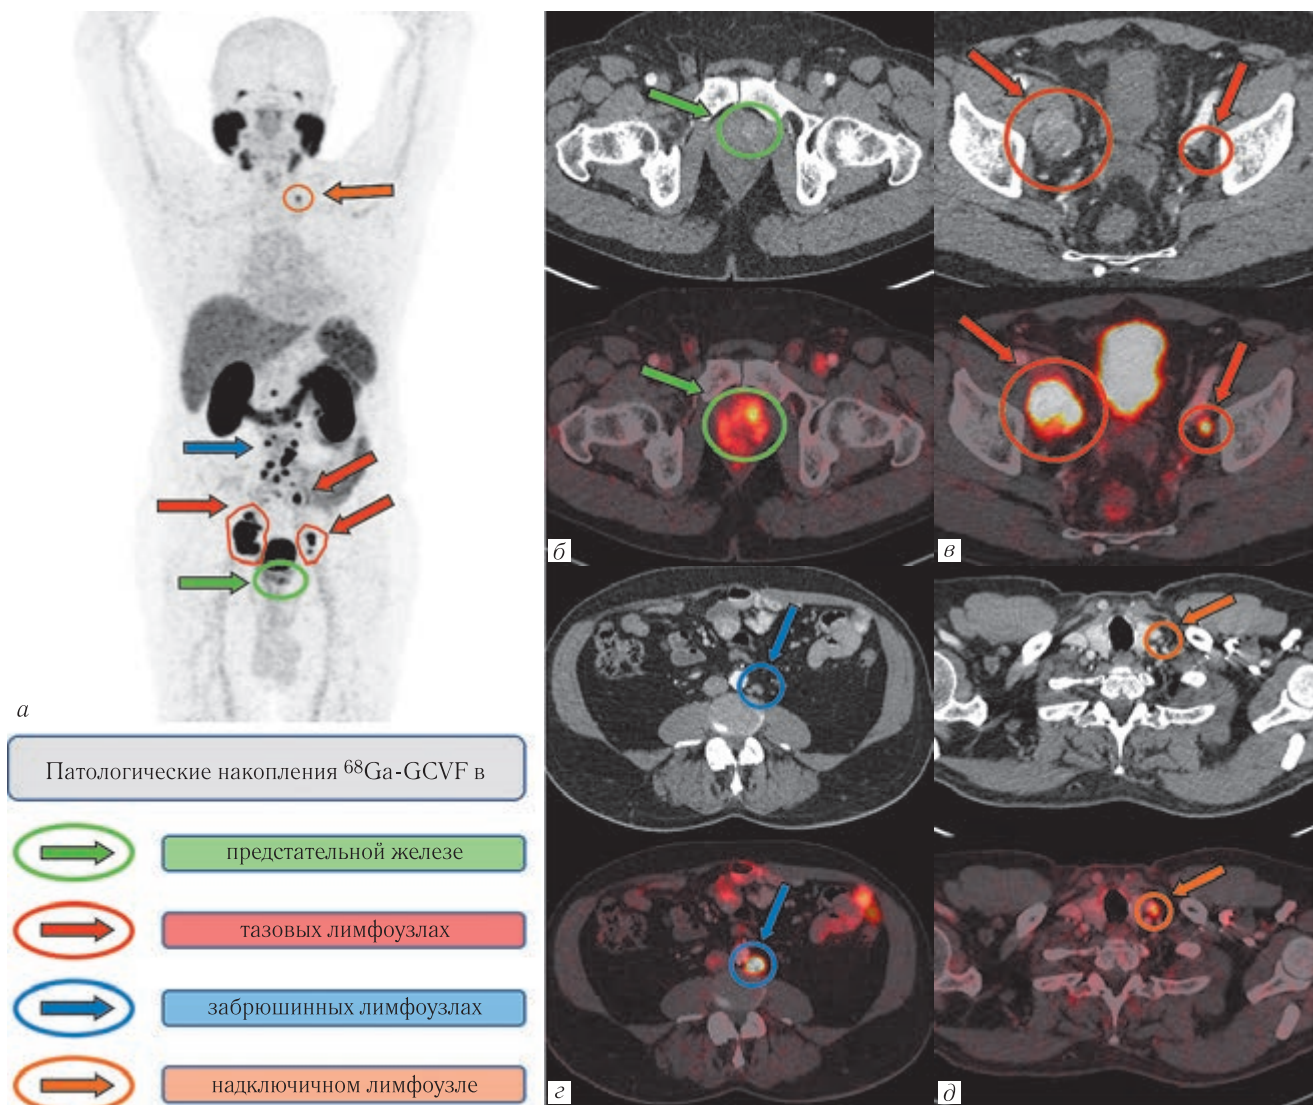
Представлены данные ПЭТ/КТ с ^{68}Ga -ПСМА у больного раком предстательной железы, иллюстрирующие возможности метода в выявлении первичной опухоли и оценке распространенности опухолевого процесса.
